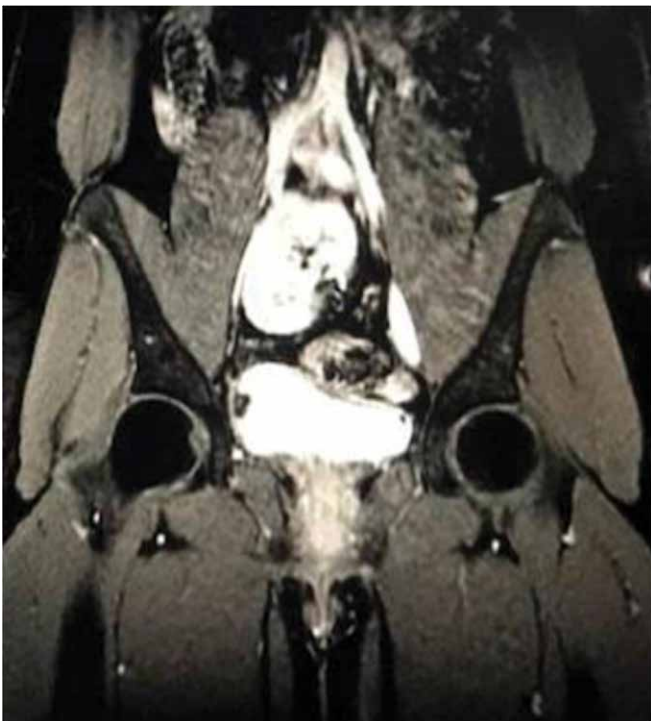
Ressonância magnética exibindo rim pélvico, ovários e ausência de dois terços superiores da vagina e útero. Fonte: Imagens de RNM realizada no CDT Diagnóstico por imagem Palmas/TO
